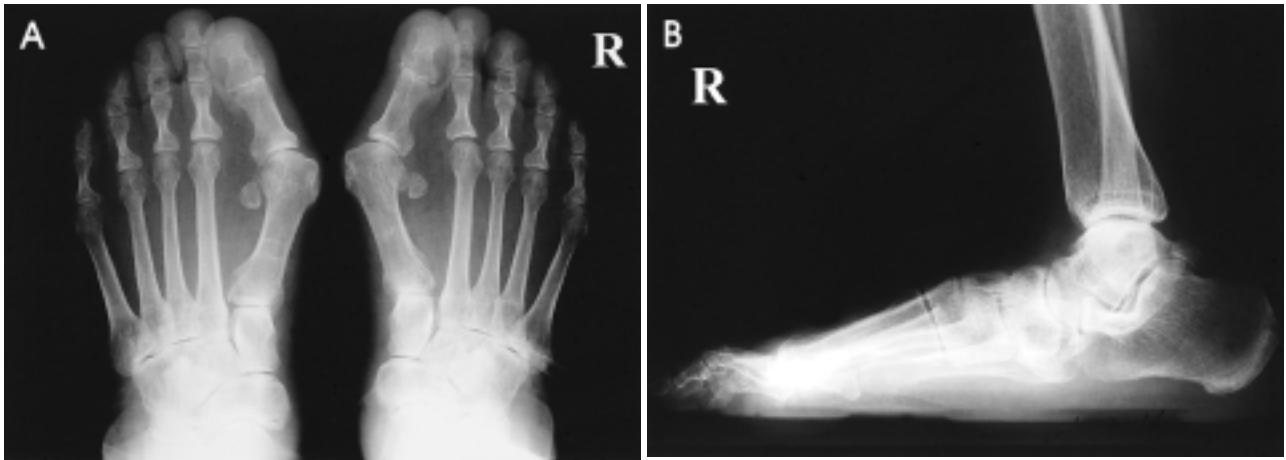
Preoperative radiographs. (A) Standing AP radiograph shows shortening of lateral column, forefoot abduction, talus medial tilting and hallux valgus. Talocalcaneal angle is 40° and cuboid abduction angle is 18° . (B) Standing lateral radiograph shows loss of medial longitudinal arch, talus tilting in plantarflexion position, talonavicular and naviculocuneiform joint sagging. Talocalcaneal angle is 35° , calcaneal pitch angle is 6° and talus-1st metatarsal angle is 12° .
